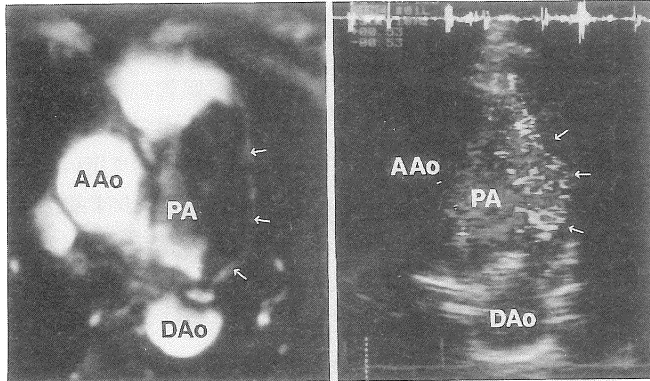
Cine MRI法とカラー・ドプラー法による主肺動脈内の短絡血流
